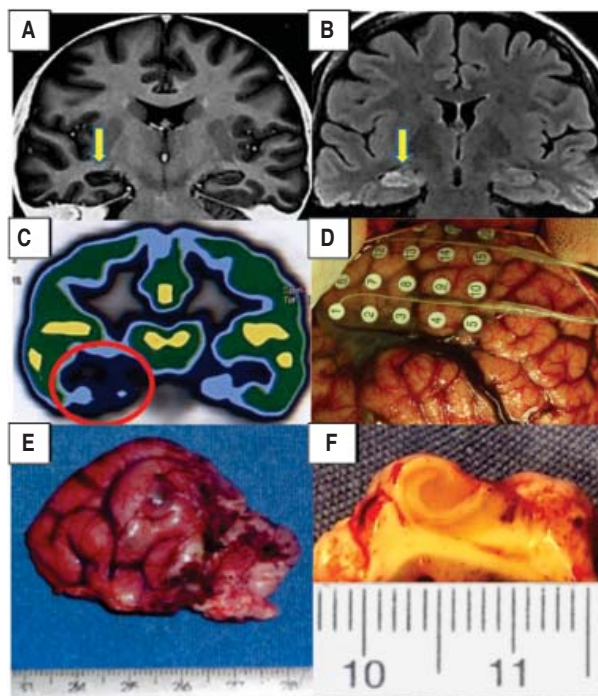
Mujer de 24 años con EMLT derecho, Engel IA a 5 años. A. y B. IRM coronal secuencia T1 y FLAIR respectivamente donde se señala con flecha amarilla la EMLT. C. PET-CT coronal, muestra zona de hipometabolismo (delimitada con círculo rojo) en región mesial del LTD. D. Fotografía de ECoG pre resección. E. y F. Piezas quirúrgicas: Polo temporal derecho y corte transversal del hipocampo, muestra esclerosis severa.
